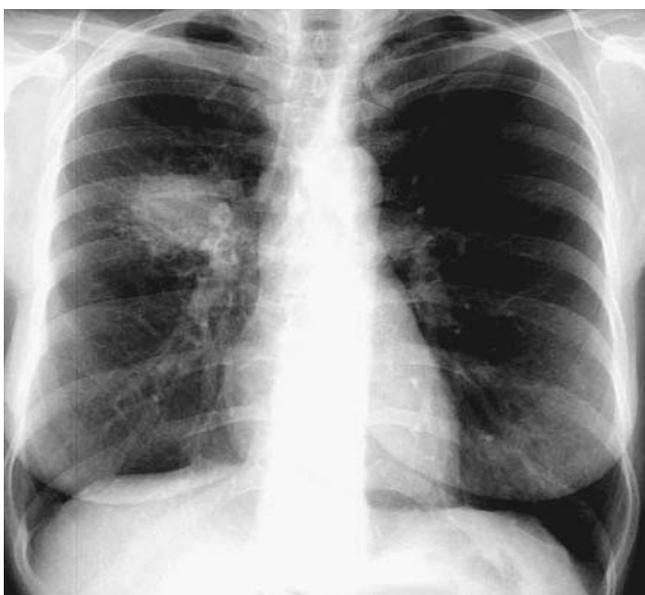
Radiographie thoracique mettant en évidence une opacité pulmonaire suspecte.
